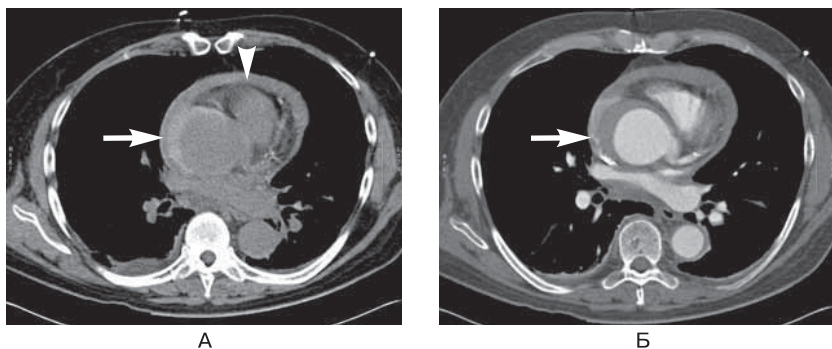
Муральная гематома аорты. Представлен пациент с болью в груди и клиническим диагнозом расслоения аорты. (А) КТ без контрастного усиления демонстрирует дилатированный корень аорты с серповидной интрамуральной гематомой высокой плотности (*стрелка*). Дополнительная высокая плотность изображения наблюдается в перикардальном пространстве, указывая на наличие гемоперикарда (*треугольник*). (Б) Визуализация артериальной фазы обнаруживает фокусы сосудистой плотности (*стрелка*) кпереди от верхней полой вены, выявляя продолжающийся активный гемораж. (КТ-изображения любезно предоставлены доктором Р. Ретнелингамом, Пиндерфилдский госпиталь общей практики, Великобритания.)
